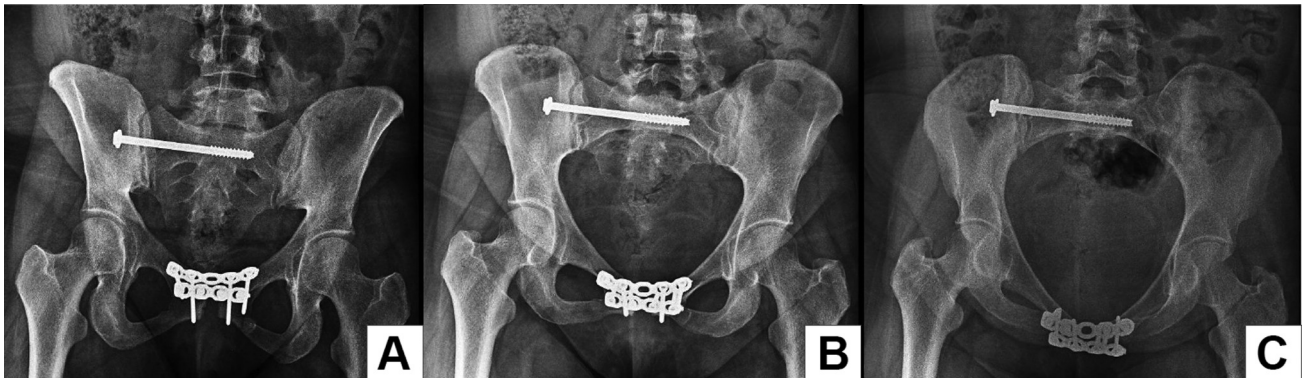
Radiografias pós-operatórias da redução e fixação da sínfise púbica e da articulação sacroilíaca direita. (A) Incidência anteroposterior. (B) Incidência *inlet*. (C) Incidência *outlet*.
